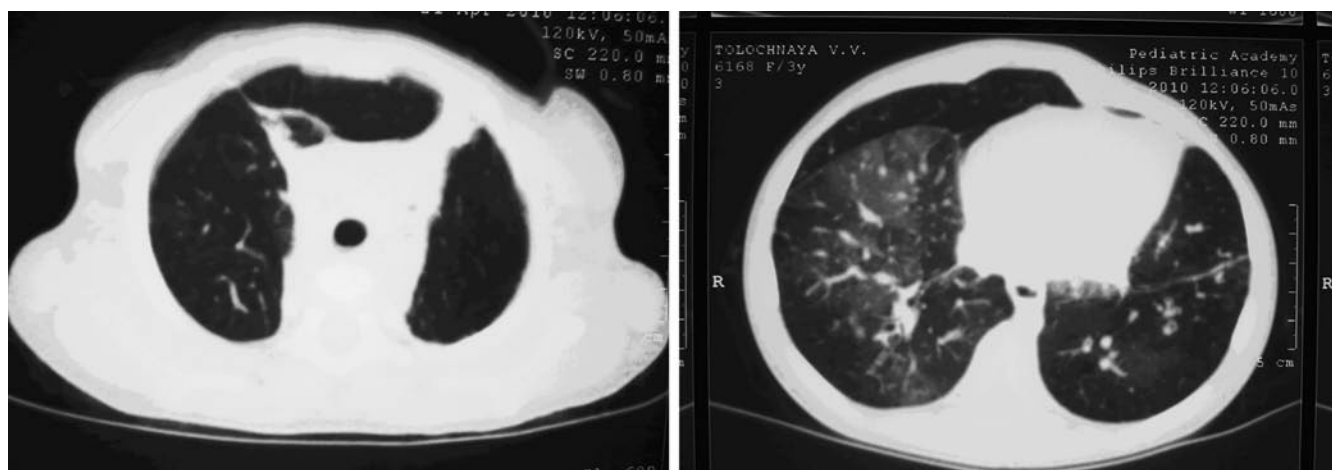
Компьютерная томография легких пациентки Т., 2007 г. р., через 1 год 9 месяцев после аспирации
